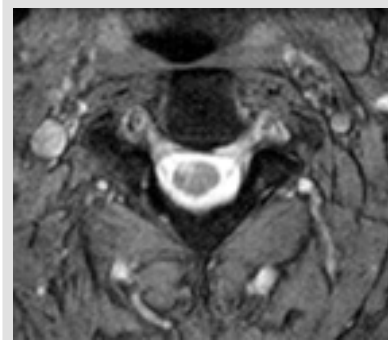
MR – FLAIR – příčný řez
